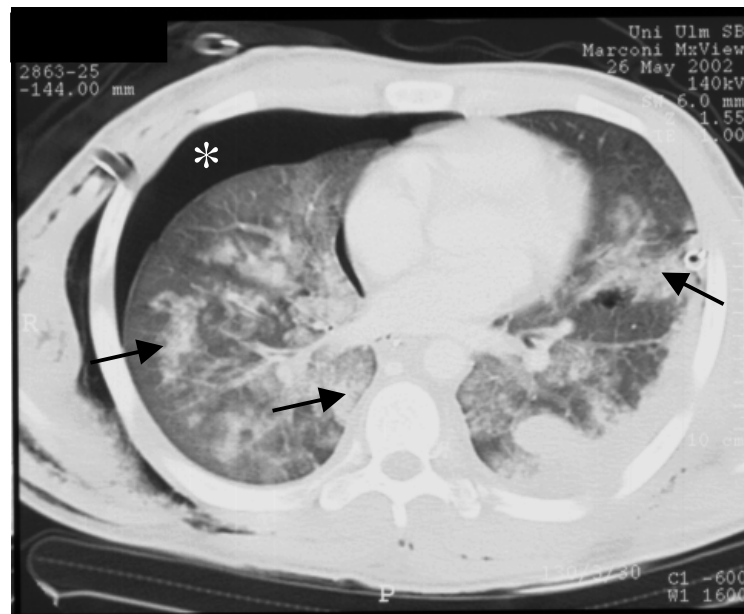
Computertomographie eines 17 jährigen männlichen Patienten mit unfallbedingtem Thoraxtrauma. Deutlich sichtbar sind die kontusionierten Gewebsareale beider Lungen (Pfeile) mit einem Pneumothorax rechts (Stern).
